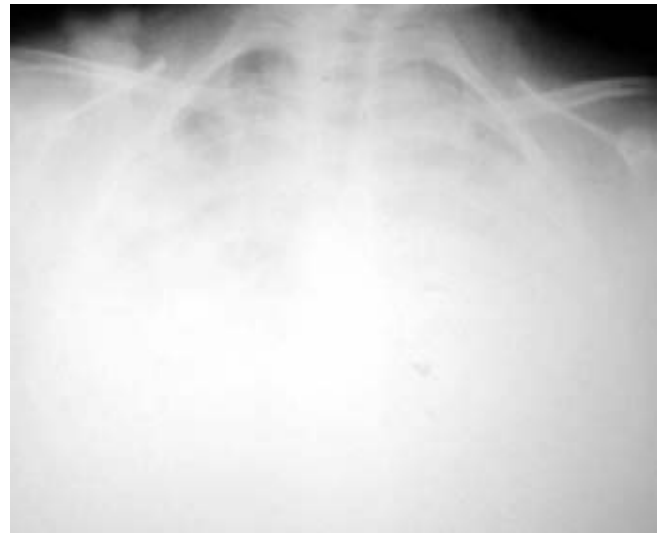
Radiografía de tórax al momento de tomar la decisión de instalar el apoyo con ECMO.
